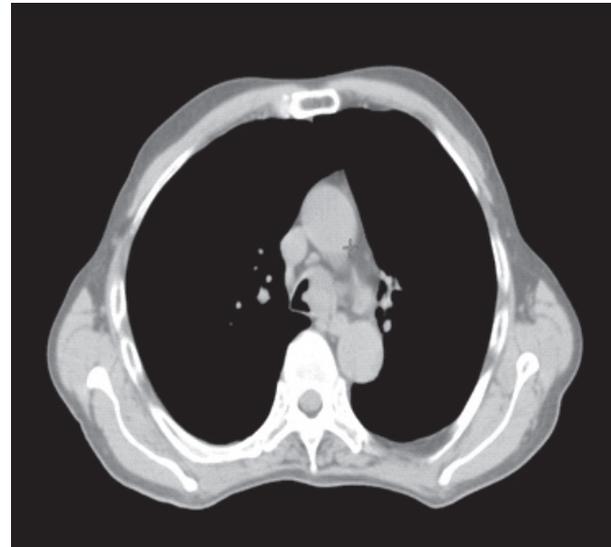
Tomografia de tórax mostrando tumor localmente avançado no terço distal da traqueia
